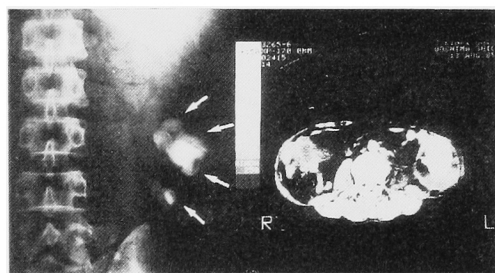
症例1; PNL 施行前 KUB (左)とX線 CT (右)
